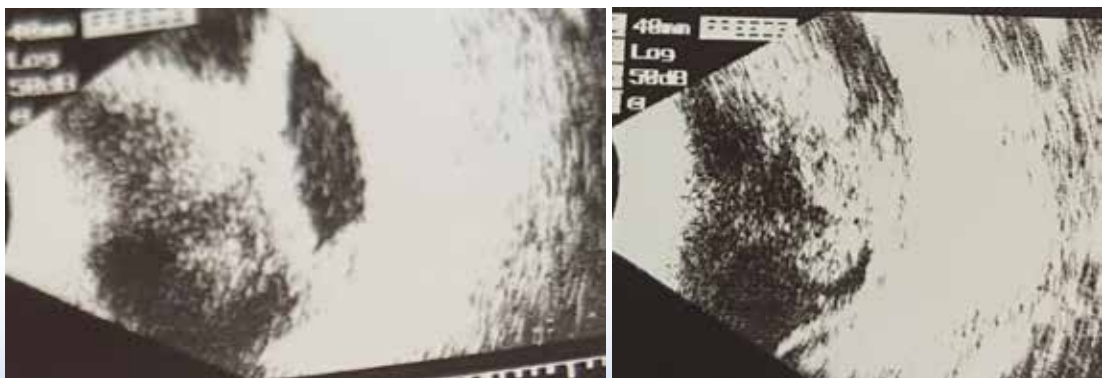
Картина УЗИ левого глаза спустя 1,5 месяца
